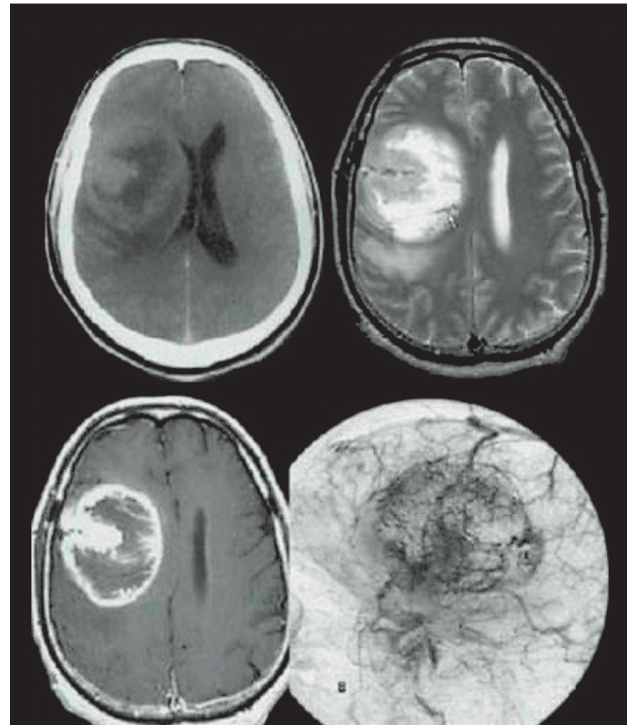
МРТ и ангиография сосудов головного мозга больной С.
